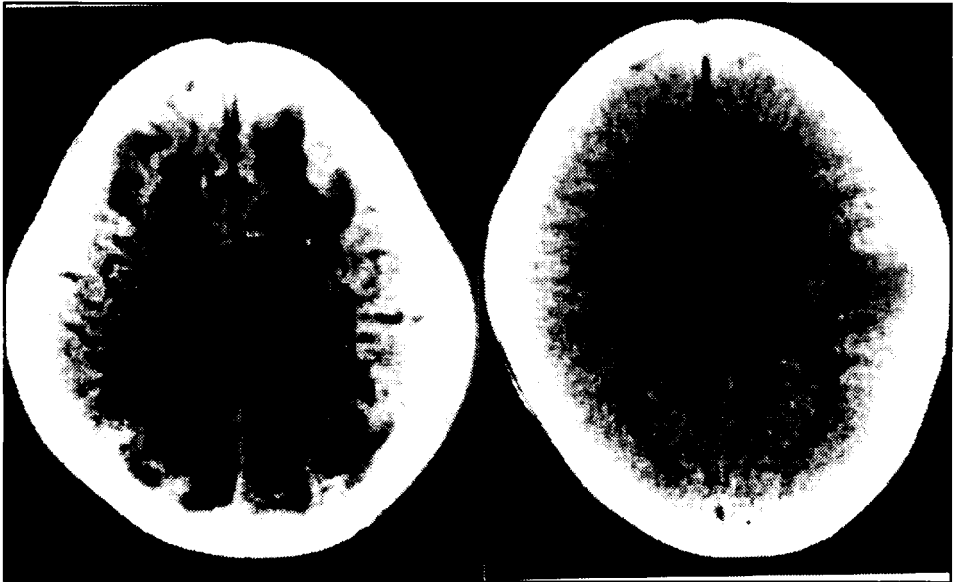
Caso 2. A (esquerda): TC realizada na fase aguda mostrando hipodensidade na substância branca, difusamente. B (direita): TC normal, realizada 4 meses depois.
